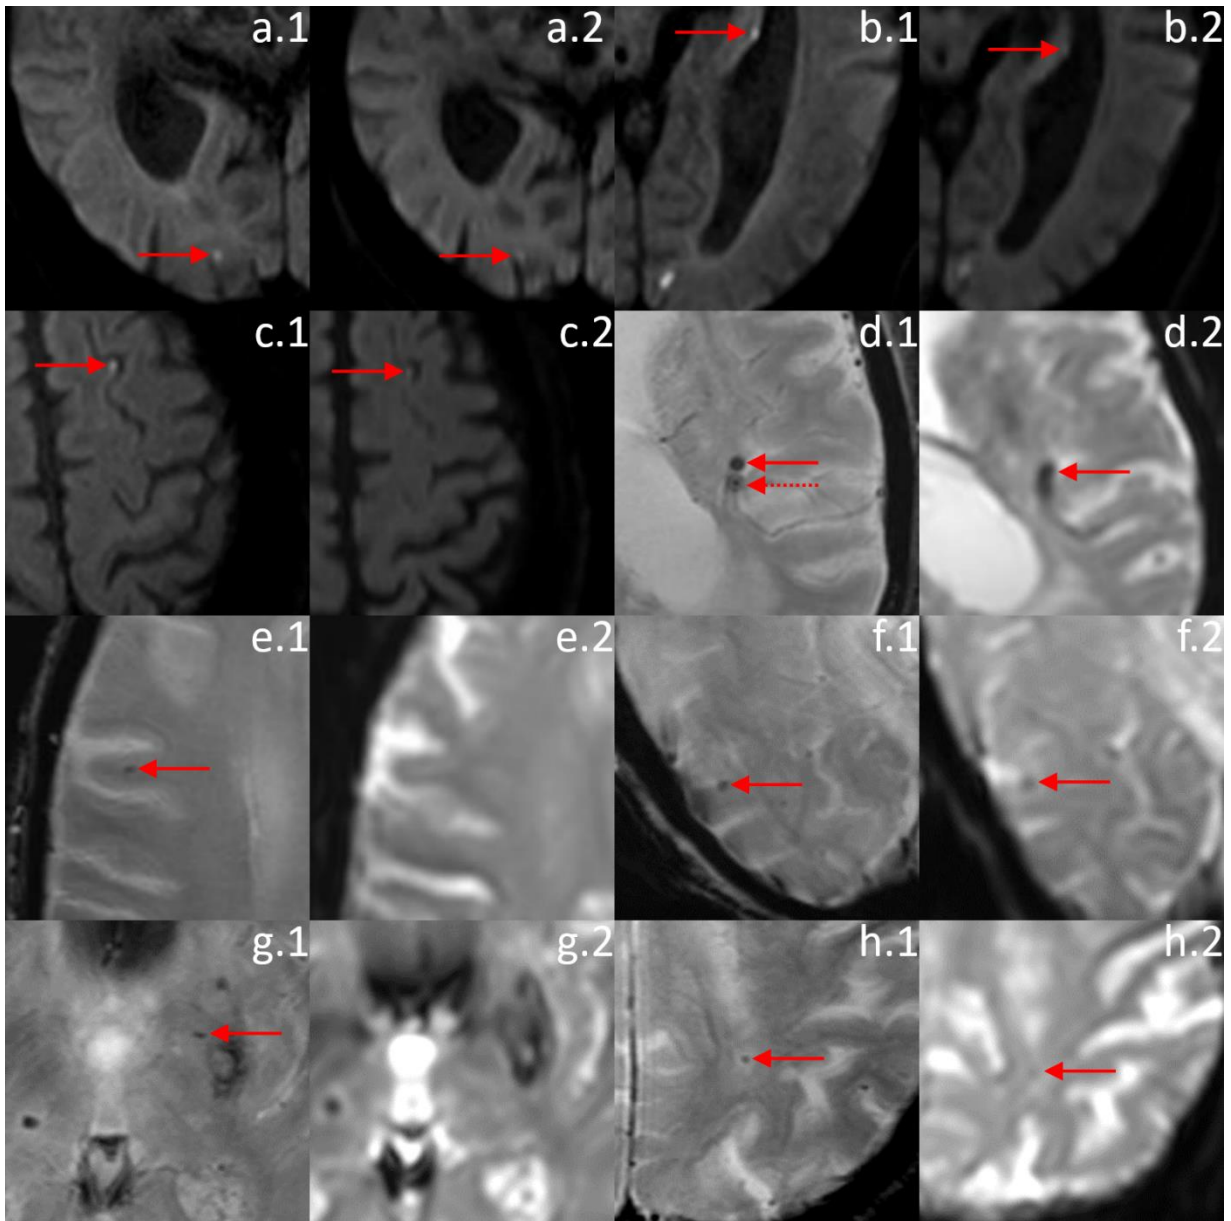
Zusätzliche intrakranielle Läsionen im klinischen Standardprotokoll im Vergleich zum MRT-Kurzprotokoll (43)
